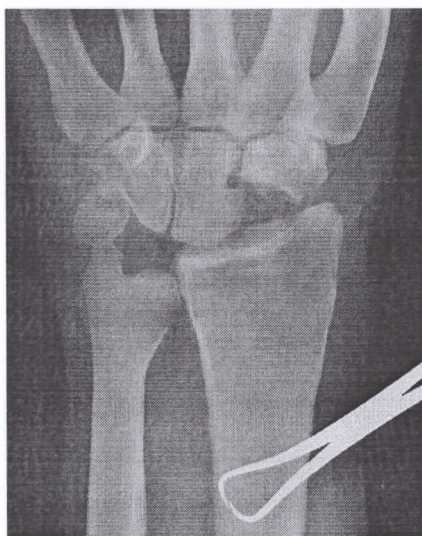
Прямая контрольная рентгенограмма
